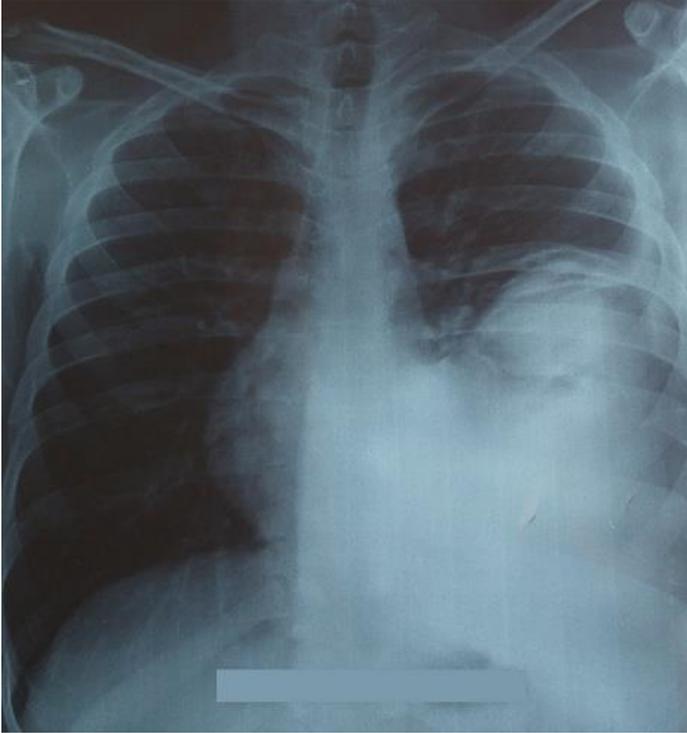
Radiographie thoracique de face: opacité de la moitié inférieure de l'hémithorax gauche dense homogène
